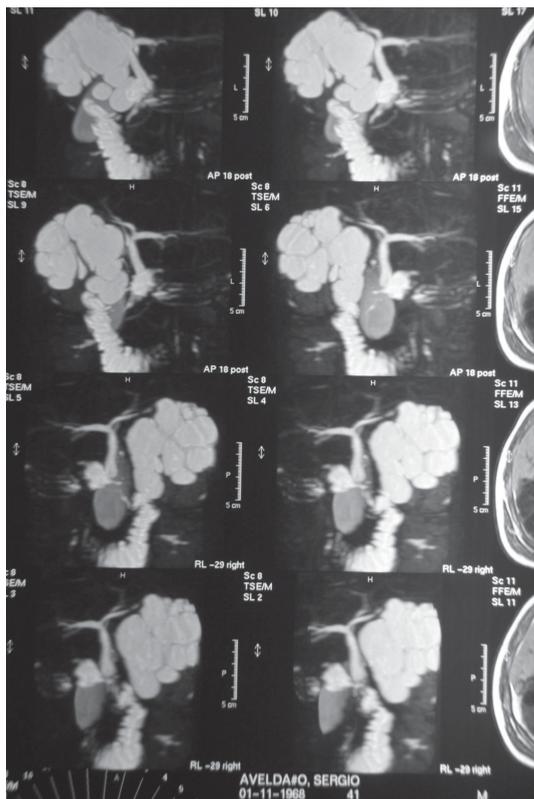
RMN: Se evidencia el compromiso de la vía biliar principal.
